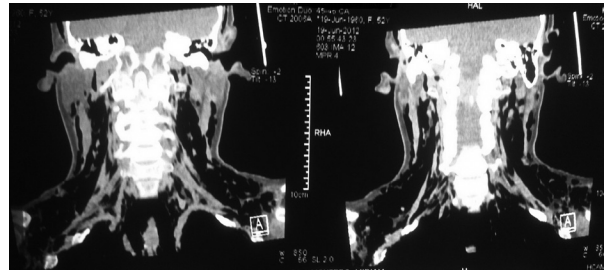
Tomografía de cuello en donde se observa la presencia de enfisema subcutáneo.
